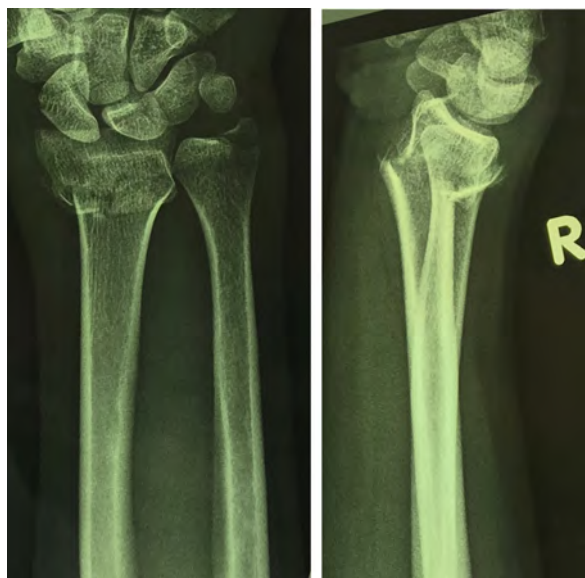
Рентгенограммы пациентки А., 27 лет, до операции
